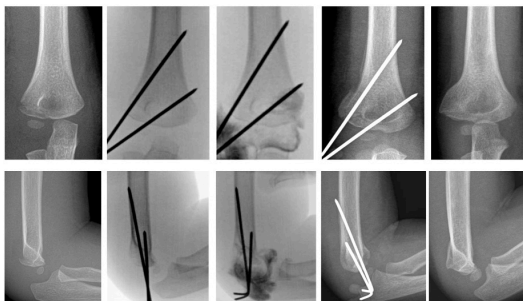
Radiografías de un paciente con una fractura del cóndilo lateral con un desplazamiento de aproximadamente 3mm. El paciente es sometido a una reducción cerrada con fijación percutánea utilizando agujas de Kirschner. Una vez completada la fijación, se realiza una artrografía para determinar que la superficie articular es congruente, sin la presencia de brechas o peldaños articulares residuales. (Orthopedic Institute for Children Image Bank)
